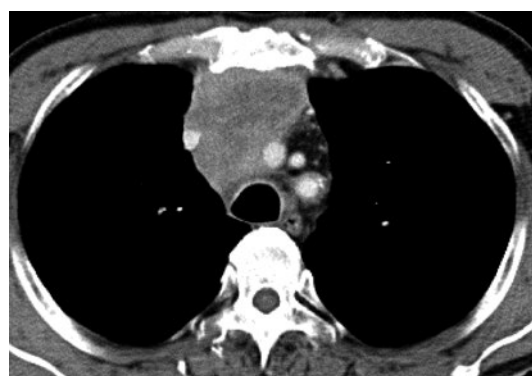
初診時胸部CT．前縦隔に縦隔リンパ節と一塊となった腫瘍を認めた．
